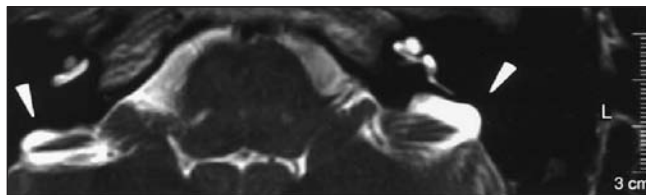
Immagine RMN: allargamento del SE bilaterale con diametro di 5 mm nell'orecchio destra e di 11 mm a sinistra.
